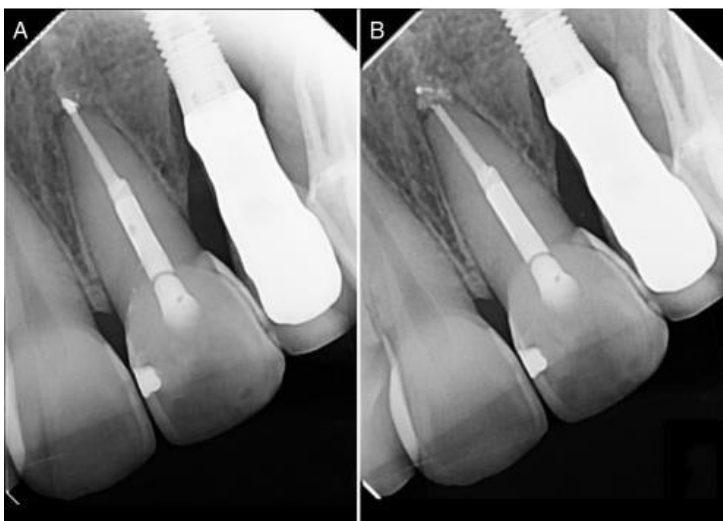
(A) A radiografia pós-operatória imediata. O canal radicular obturado e a coroa restaurada permanentemente com resina composta em uma única consulta. (B) A radiografia periapical após 12 meses.
